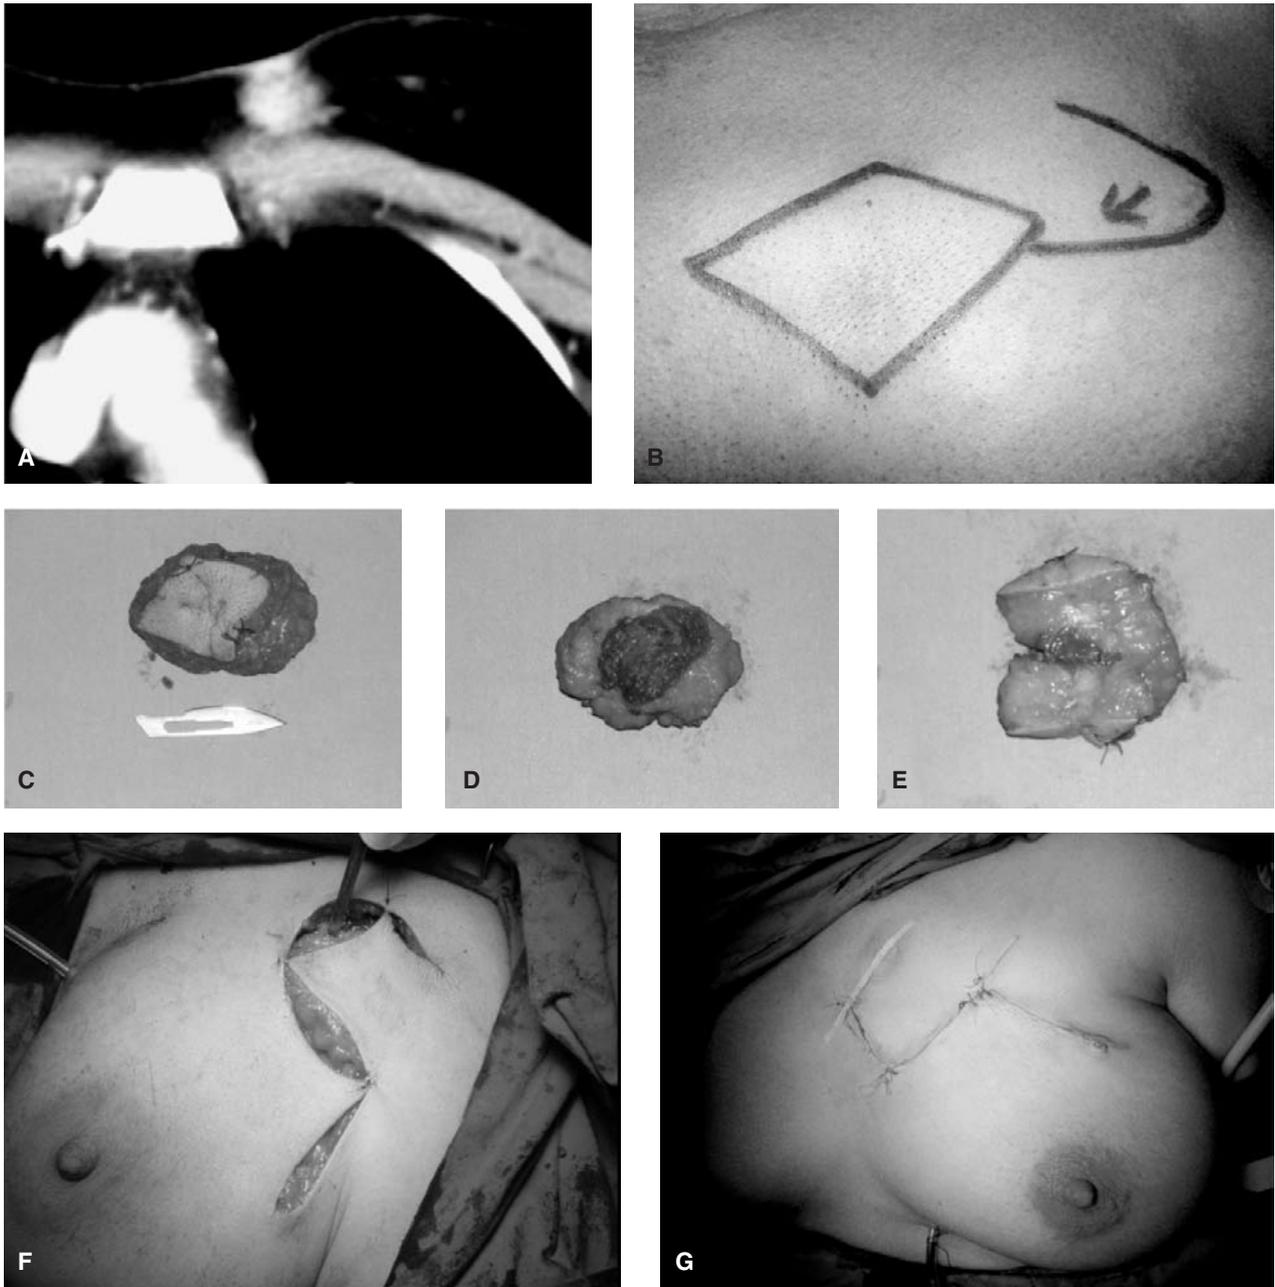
Caso n. 3 - Carcinoma su tessuto mammario ectopico parasternale.
